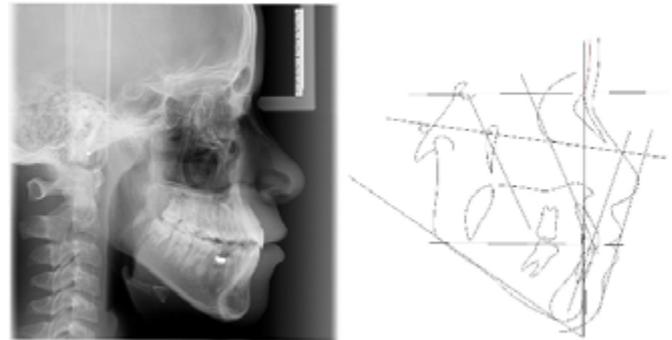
Telerradiografia lateral e análise de USP.
